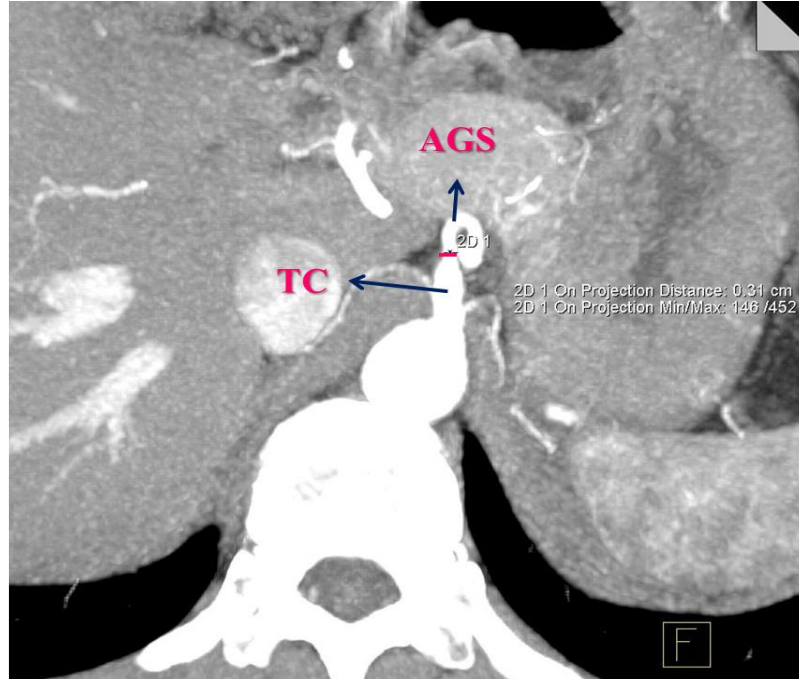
Aksiyal reformat görüntülerde TC'nin transvers çap ölçümü
